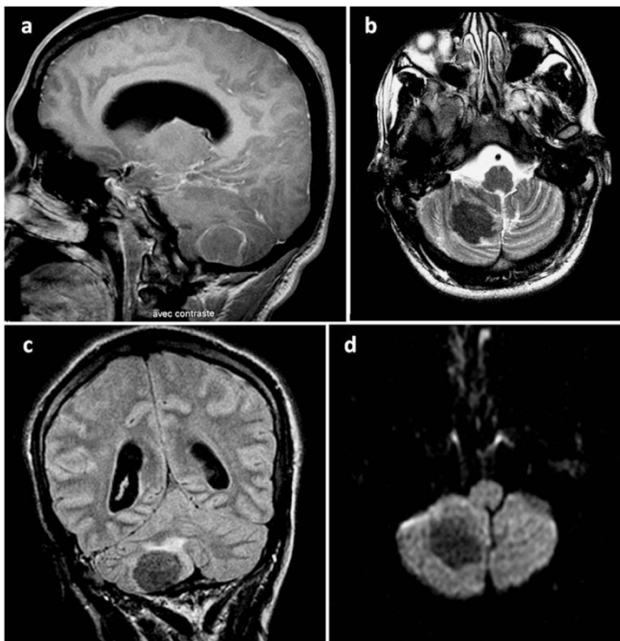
Case 23.4. Large solitary tuberculoma of the posterior fossa located in the right cerebellar hemisphere. Sagittal T1-weighted MR image with gadolinium injection (a), axial T2-weighted image (b), coronal FLAIR sequence (c), diffusion-weighted image (d)
